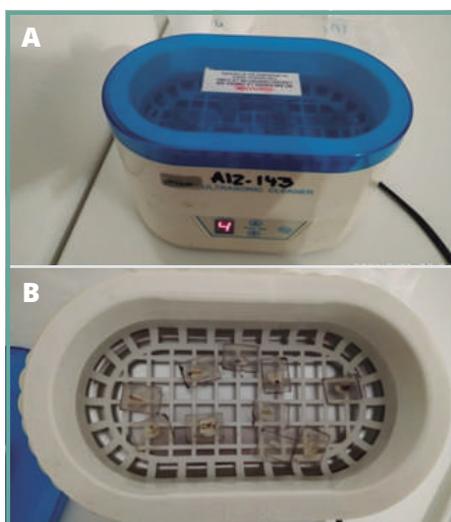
A y B: Lavado de las muestras en ultrasonido.
